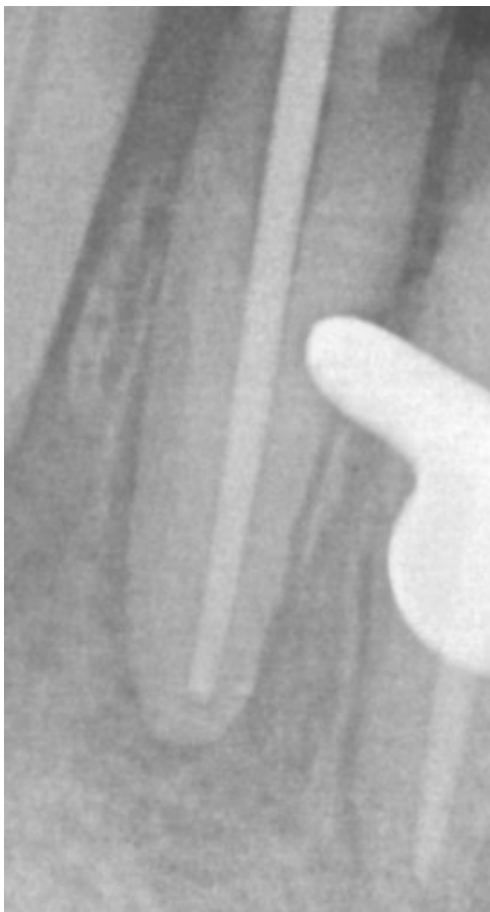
Radiografia periapical de conometria do dente 3.1 (Caso Clínico I).
